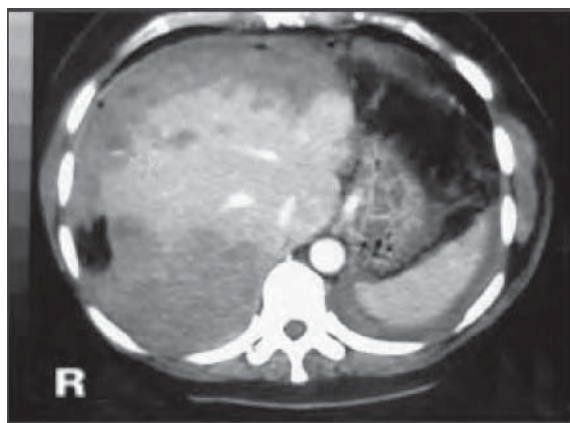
/2.- TAC de abdomen. Rotura de hígado en paciente con eclampsia.
